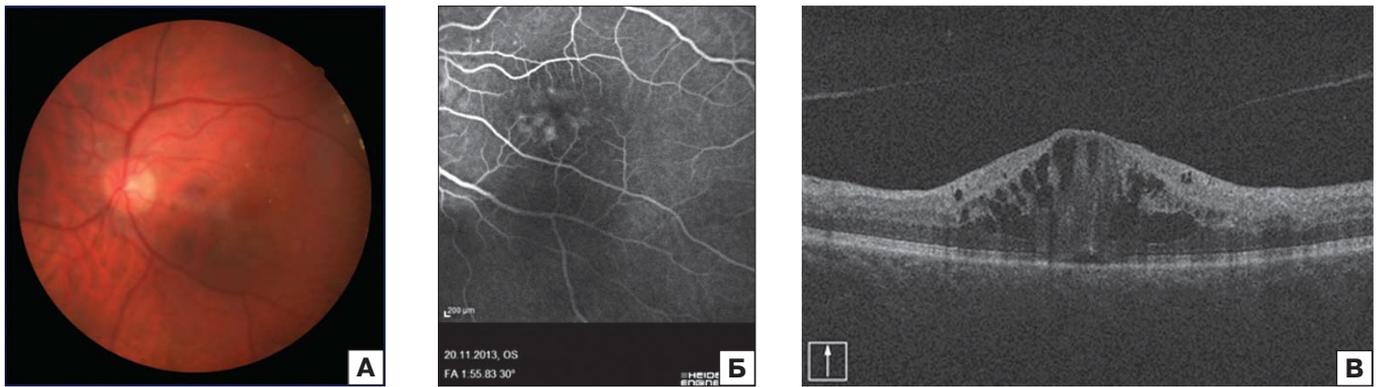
Картина глазного дна (А), ФАГ (Б), томограмма сетчатки (В) левого глаза пациентки В. до лечения.
